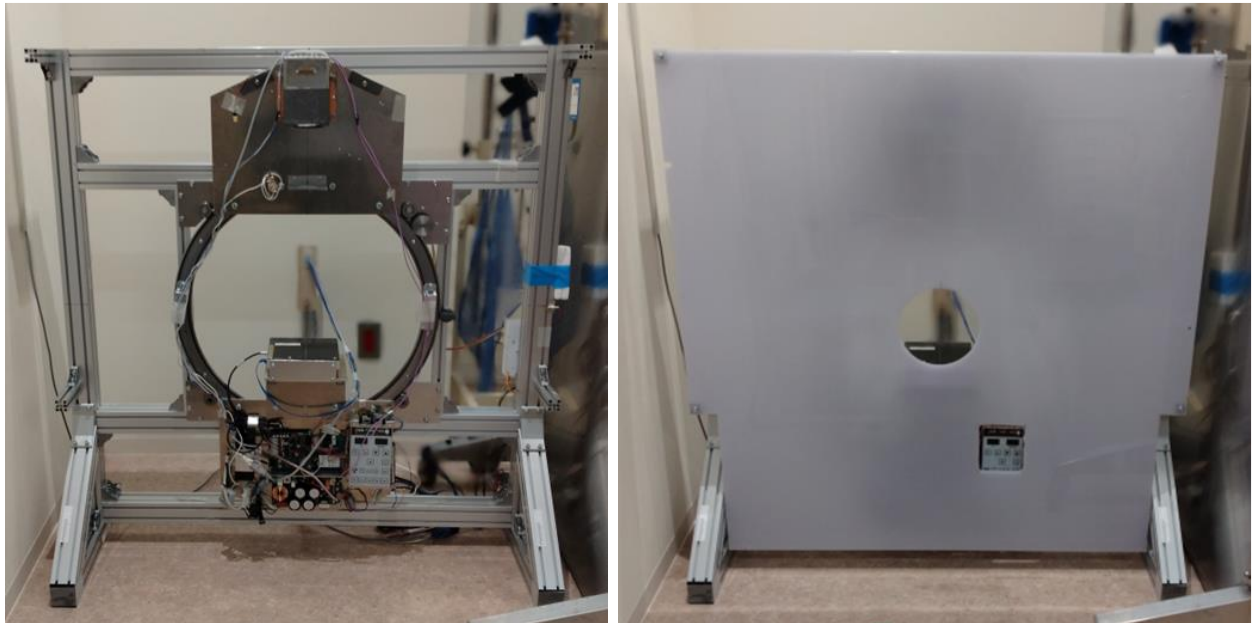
四肢用極超高解像度 X 線 CT の内部構成と前面パネル装着時の外観。
